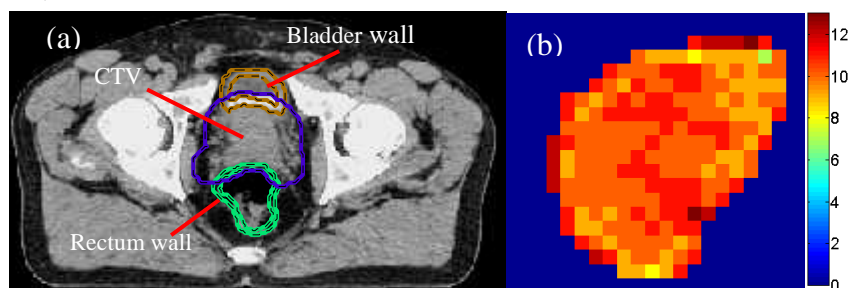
CT 数据和注量图。(a)CTV 和正常组织在 CT 数据内的相对位置, (b)从计划中提取的静态注量图。
